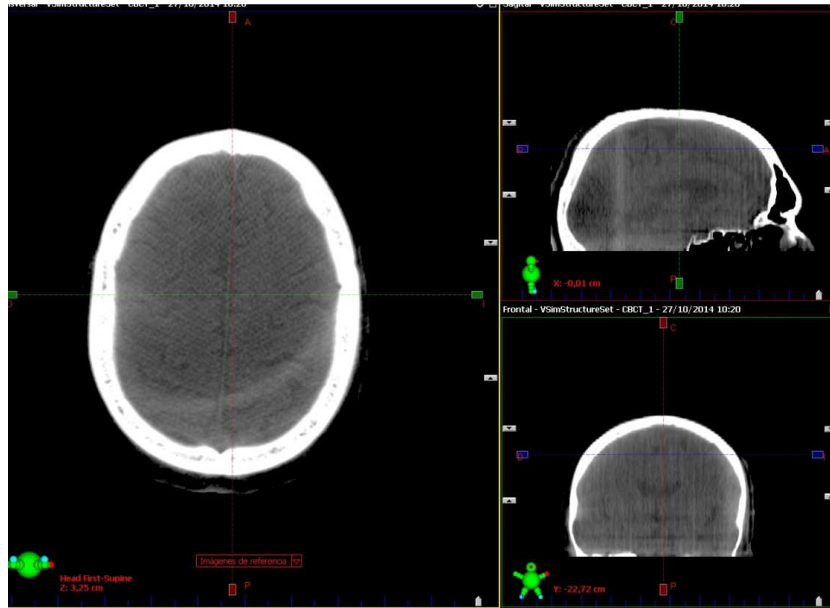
Ejemplo de imágenes CBCT de un paciente tratado con radiocirugía
